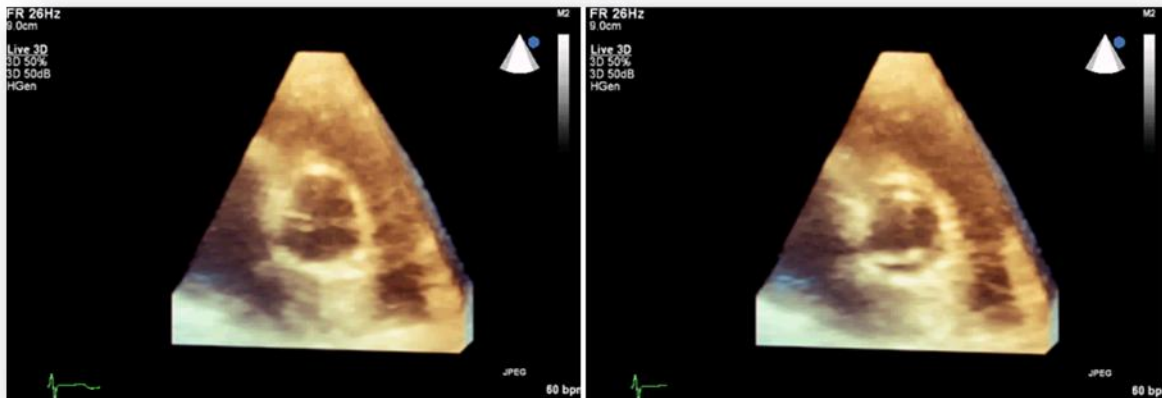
ECOTT – tridimensional en tiempo real a nivel del eje corto parasternal donde se aprecia una válvula aórtica bivalva. Izquierda: valvas cerradas. Derecha: apertura de las valvas.
